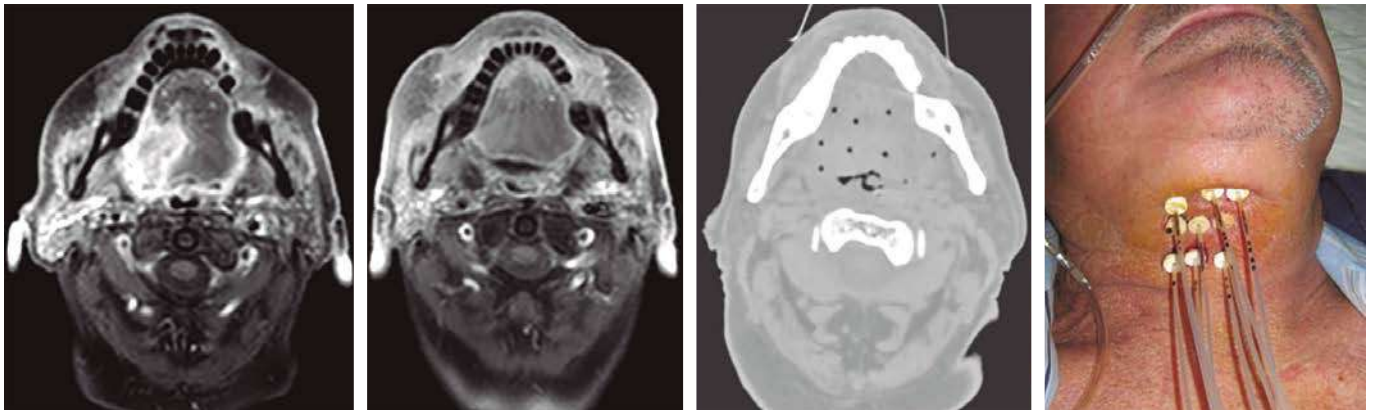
Carcinoma de base de lengua derecha T3 N2b M0. La RM inicial y tras 60 Gy de la RT+QT. Implante de 9 tubos plásticos.
